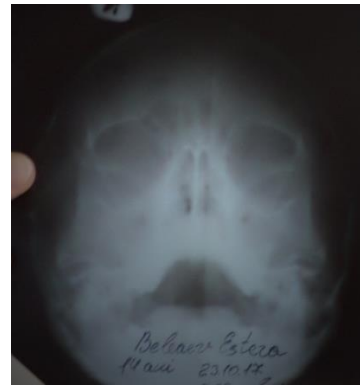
Radiografia sinusurilor paranazale
